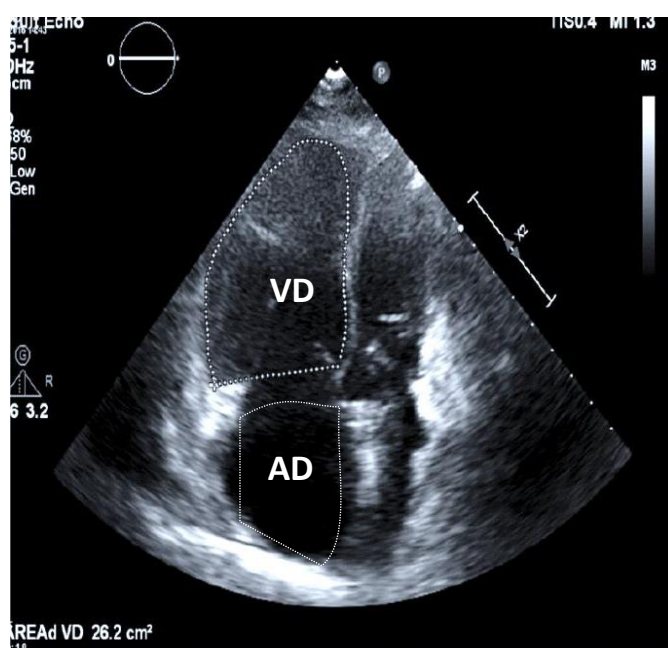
Ecocardiograma evidenciando dilatação importante de VD e AD
